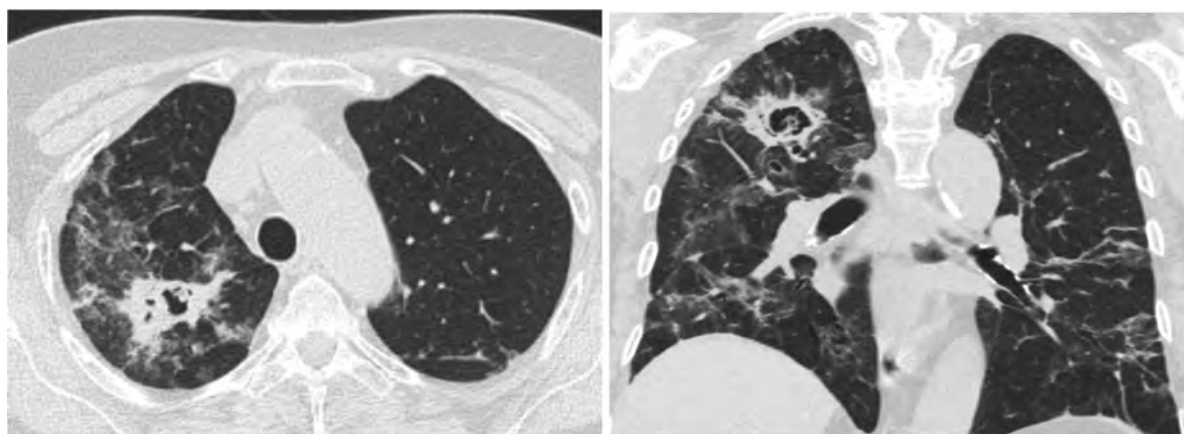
КТ органов грудной полости пациентки с COVID-ИА. Полости деструкции в верхней доле правого легкого
